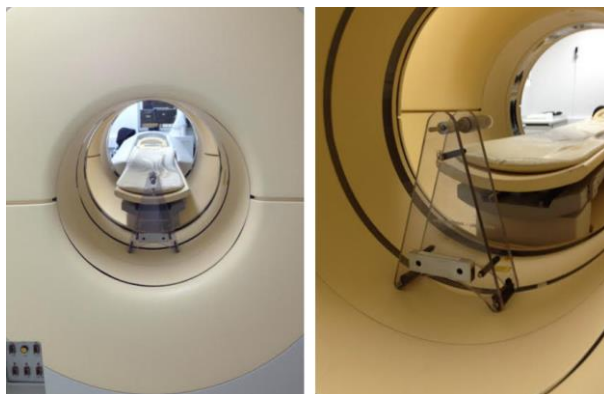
Posicionamento da fonte radioactiva selada de ^{22}Na para realizaço do controlo de qualidade do PET.
